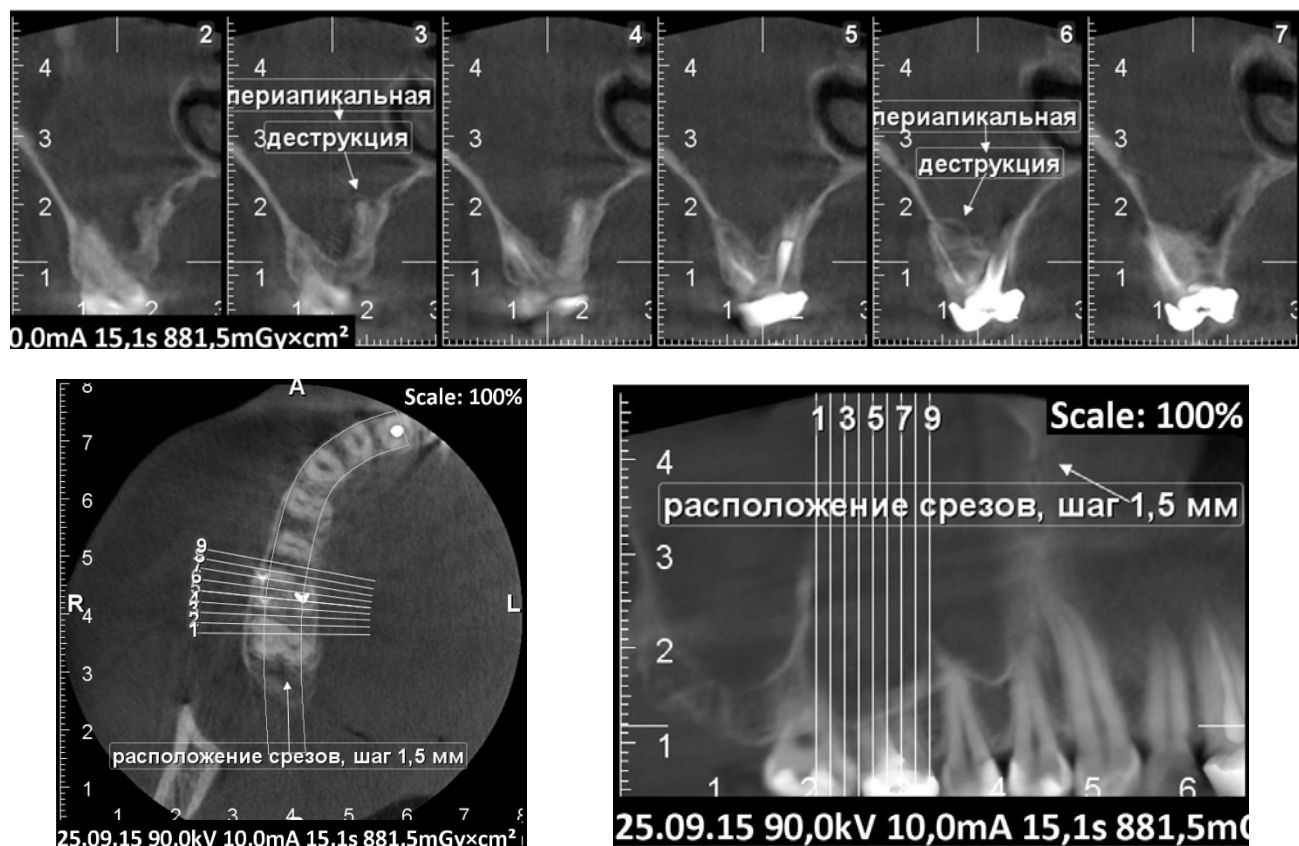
Конусно-лучевая 3Д томография 16 зуба.
